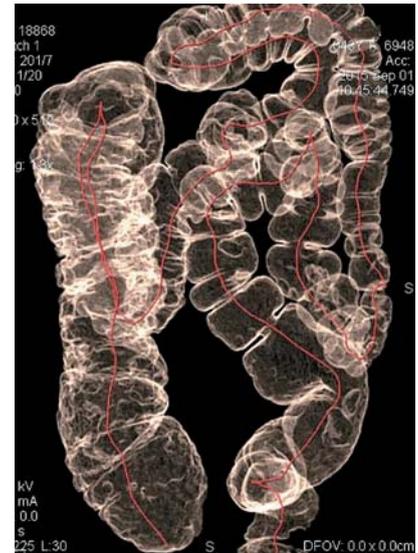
3D-КТ-изображение толстой кишки пациентки с тотальным долихоколон.
